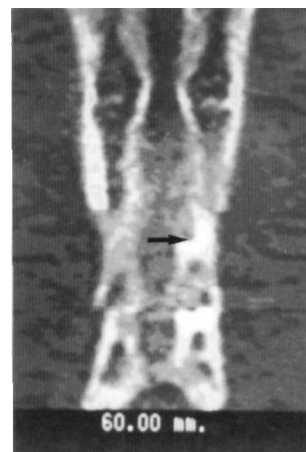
La tomografía por emisión de positrones muestra la lesión inicial en tercio distal de tibia izquierda (P).
